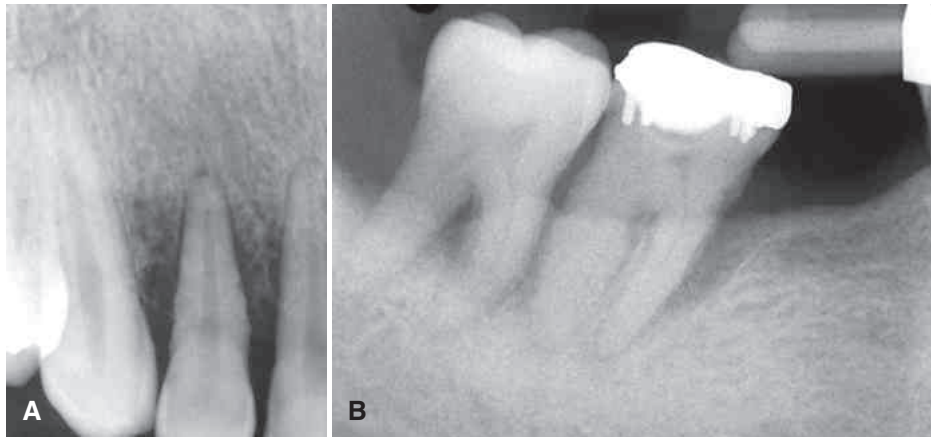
(A) Ejemplo de una reacción principalment radiolúcida alrededor de este incisivo lateral maxilar. Las trabéculas hacia la cresta alveolar en la cara mesial y distal del diente son apenas perceptibles, y los espacios medulares están agrandados. (B) Imagen periapical que revela una reacción ósea predominantemente esclerótica resultante de la enfermedad periodontal que afecta a los molares mandibulares. Las trabéculas están engrosadas y los espacios medulares son apenas perceptibles.
